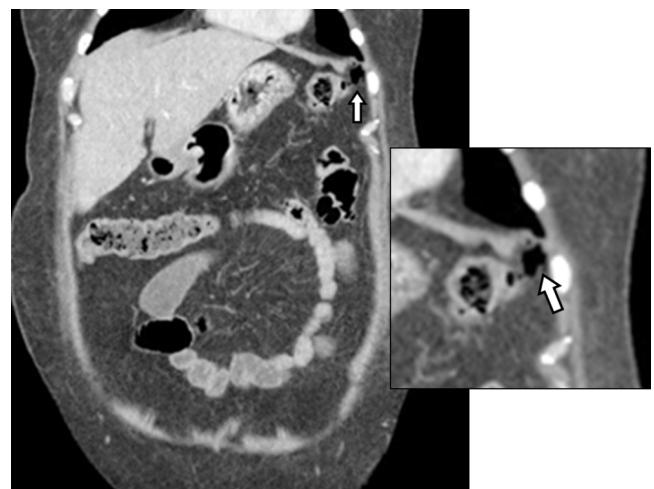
TC de abdomen con contraste (reconstrucción en plano coronal): acumulación de gas libre en el espacio subdiafragmático izquierdo (flechas) adyacente al ángulo esplénico del colon
